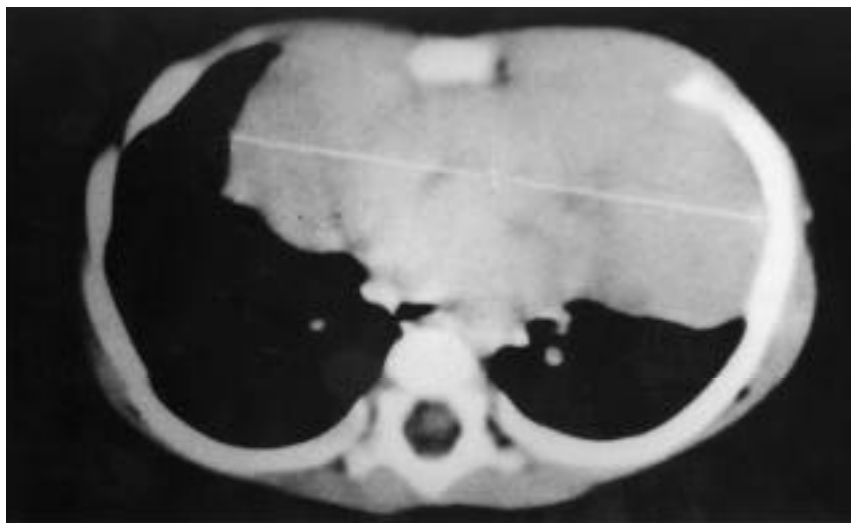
Imagen de la tumoración en el TAC torácico.
